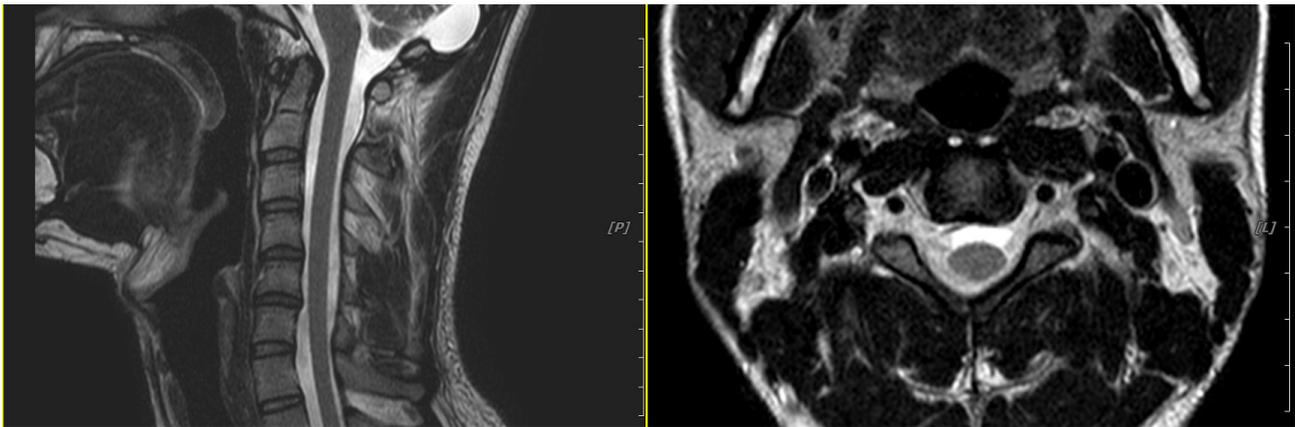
C-spine magnetic resonance imaging (June 17, 2022).
